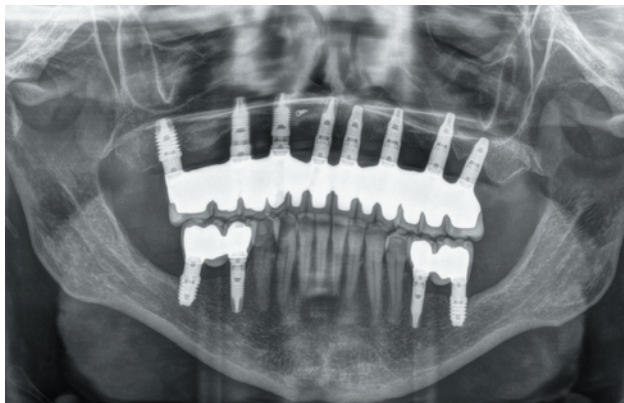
Radiografía de la prótesis definitiva con 10 años de seguimiento.
